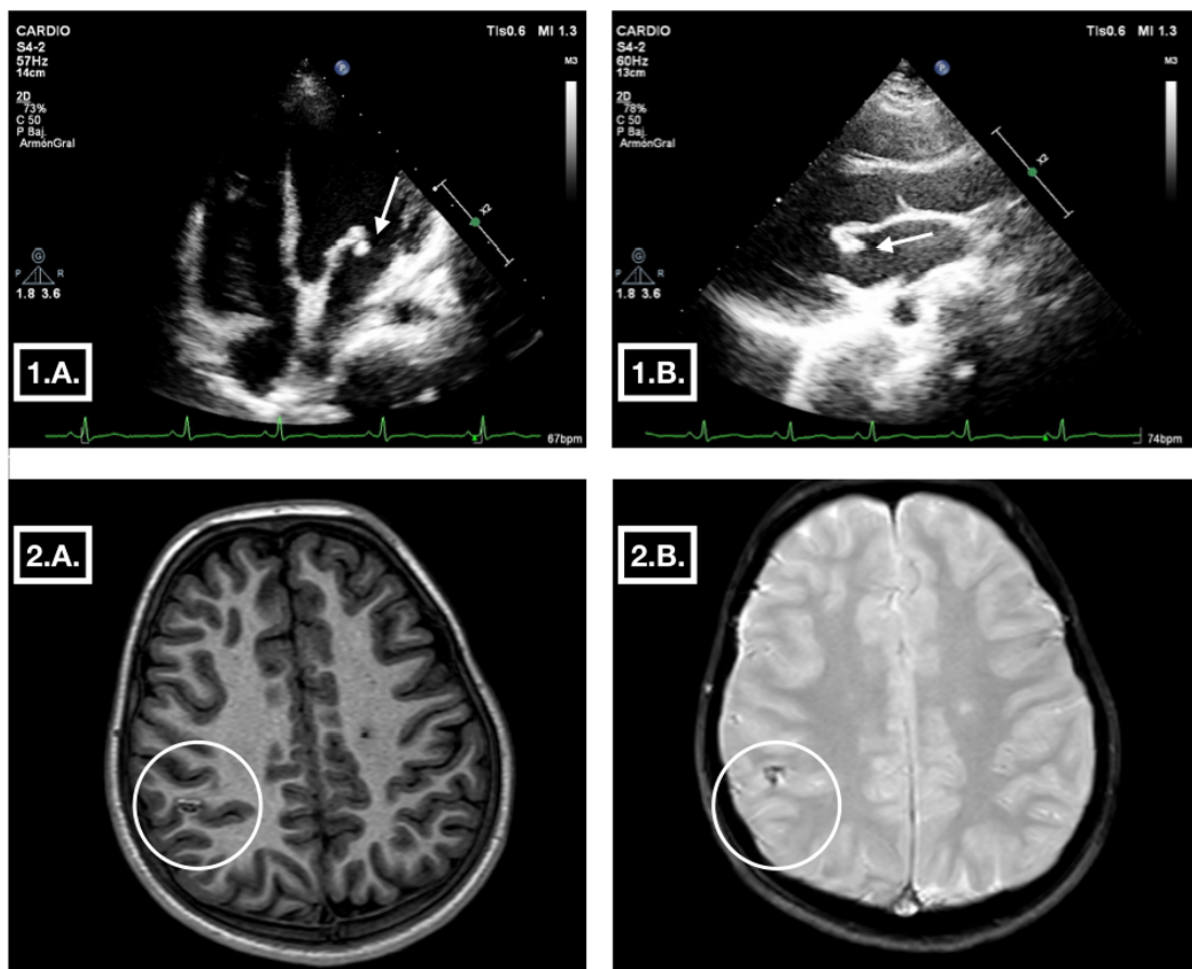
1: Ecocardiograma con engrosamiento valvular mitral sugerente de displasia o lesión endocárdica (señalado por flecha blanca; 1.A.: Plano apical 4 cámaras; 1.B.: Plano paraesternal eje largo). 2: RM cerebral con lesión parietal derecha característica de foco de sangrado/lesión embolígena (destacado por circunferencia blanca; 2.A.: Secuencia T1; 2.B.: Secuencia T2 Eco de gradiente)
